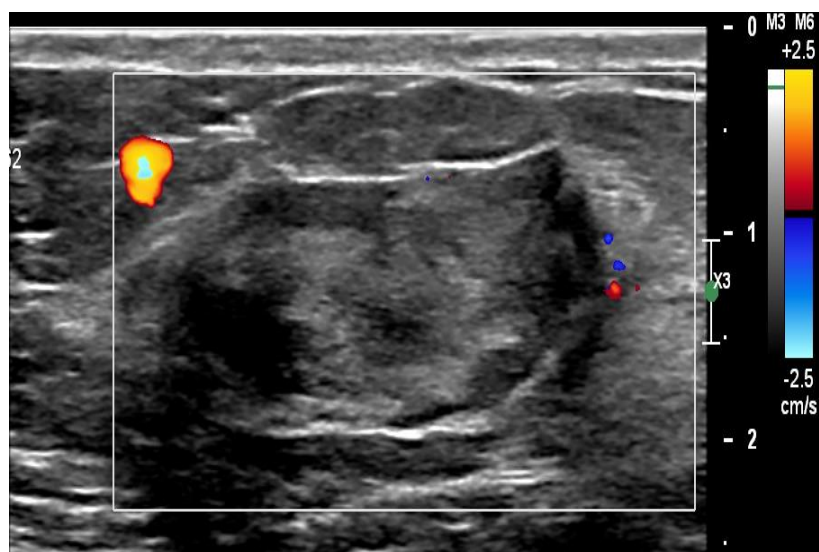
Nódulo de bordes parcialmente definidos, heterogéneo con zonas hiperecogénicas de aspecto lipomatoso y zonas hipoecogénicas de aspecto fibroso, avascular al estudio Doppler color (Fibroadenolipoma)
